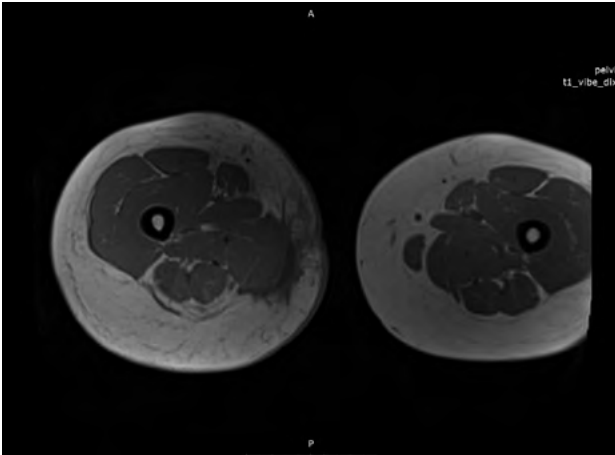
6 months postoperatively follow-up MRI scan – complete remission
